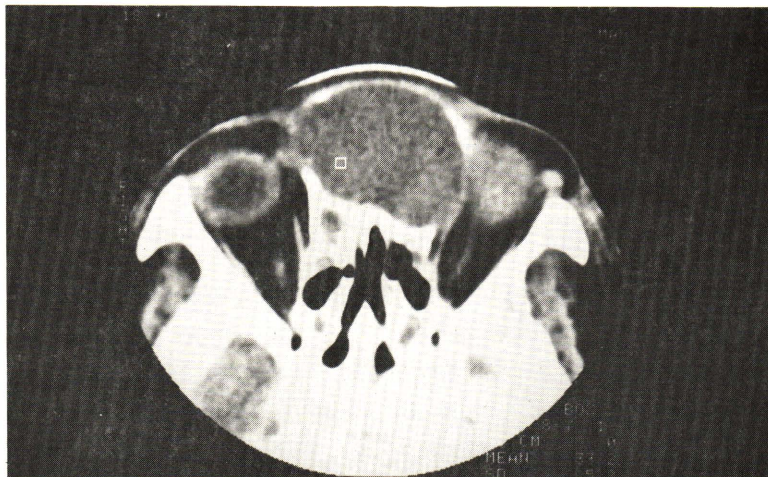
Mucocele. A 57 year-old female with history of bulging frontal bone for 4 months. Axial CT scan showed homogeneous density without enhancement in the expanded frontal sinus with partial shell-like calcification of the wall on the orbital side. The left globe and the medial rectus muscle were displaced inferolaterally. There was perfect definition of the medial rectus muscle stripping from the lamina papyracea and not infiltrated by the lesion.
